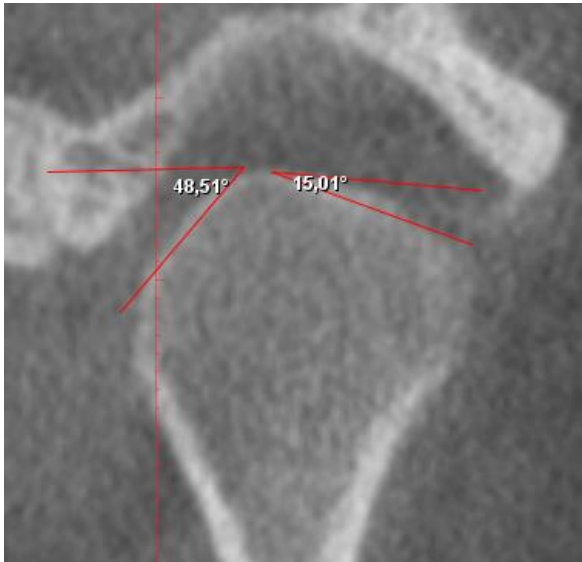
Pantă medială accentuată. Secțiune coronală CBCT.
